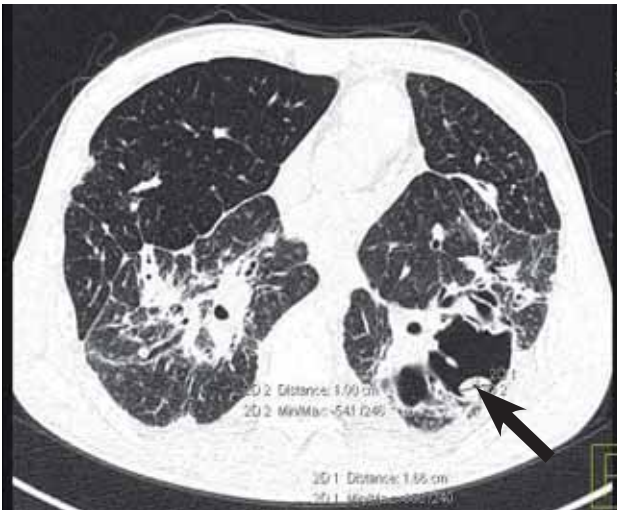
КТ органов грудной клетки от 19.02.13 г.: на фоне деформации лёгочного рисунка определяются воздушные полости; в полости, расположенной в S6 левого лёгкого, сохраняется патологическое образование с прослойкой воздуха
